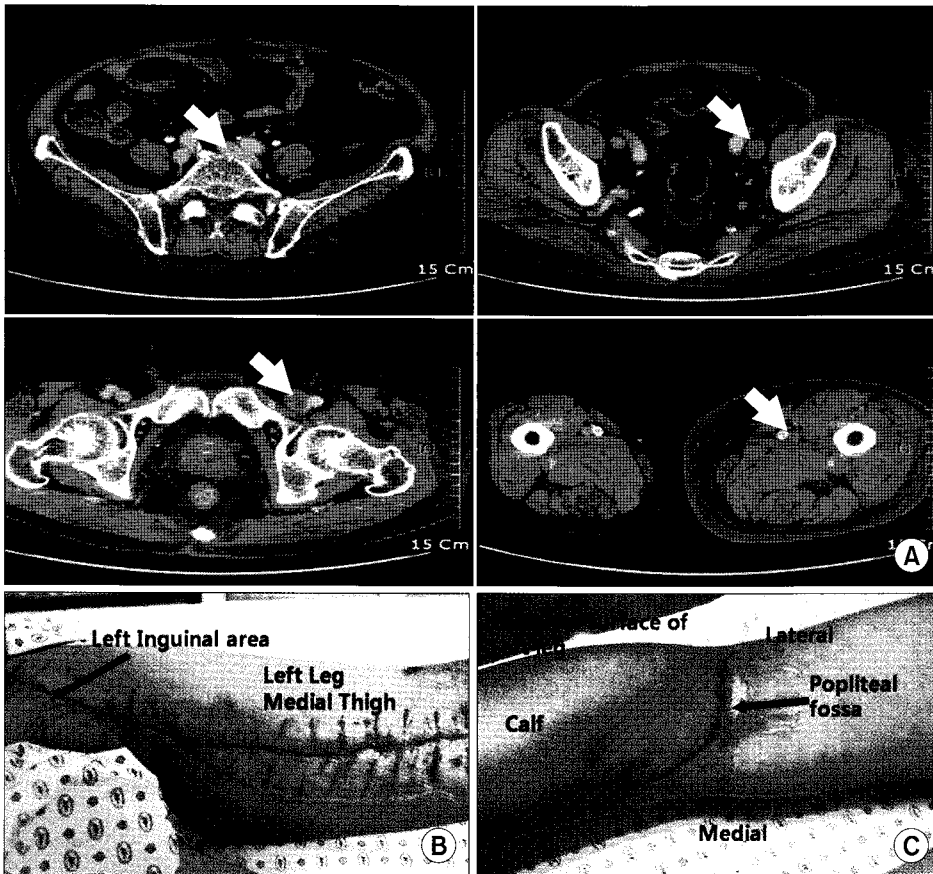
Computed tomographic findings of the second case (A). Note extensive venous thrombus and left lower limb edema. Post-operative external wound of the second case (B, C). Thrombectomy was performed from common femoral vein (B) to popliteal vein (C) due to chronic deep vein thrombosis.
